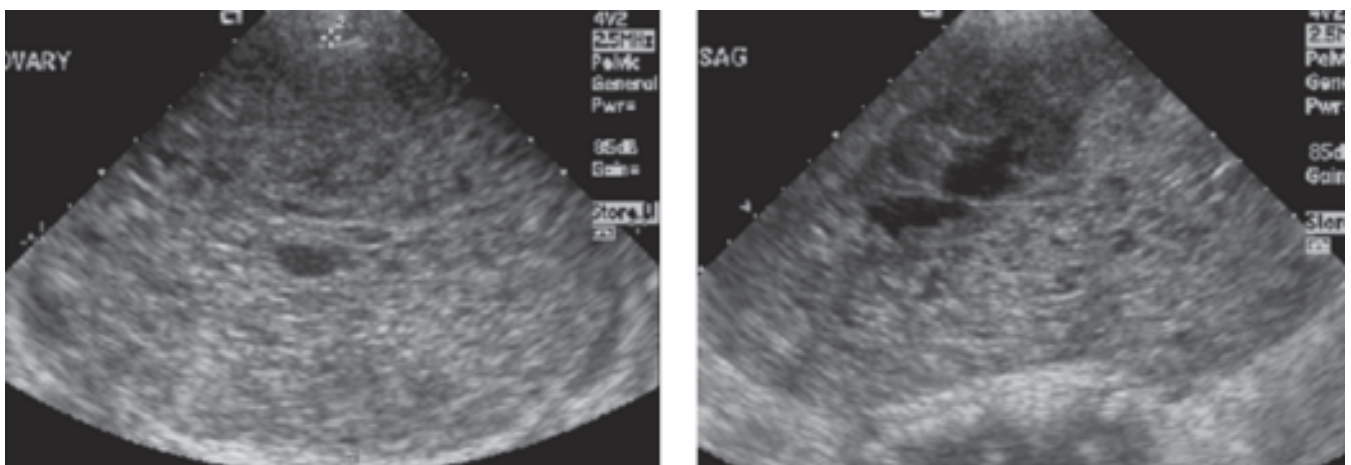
Ultrasonido abdominopélvico: donde se muestra masa tumoral sólida pélvica predominantemente compleja.
